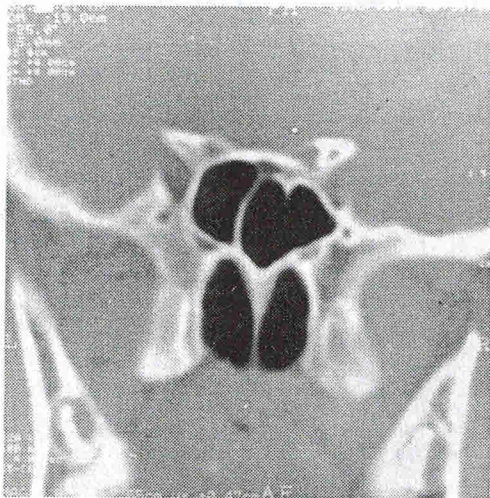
Компьютерная томограмма клиновидных пазух (коронарная проекция) мальчика 15 лет.
